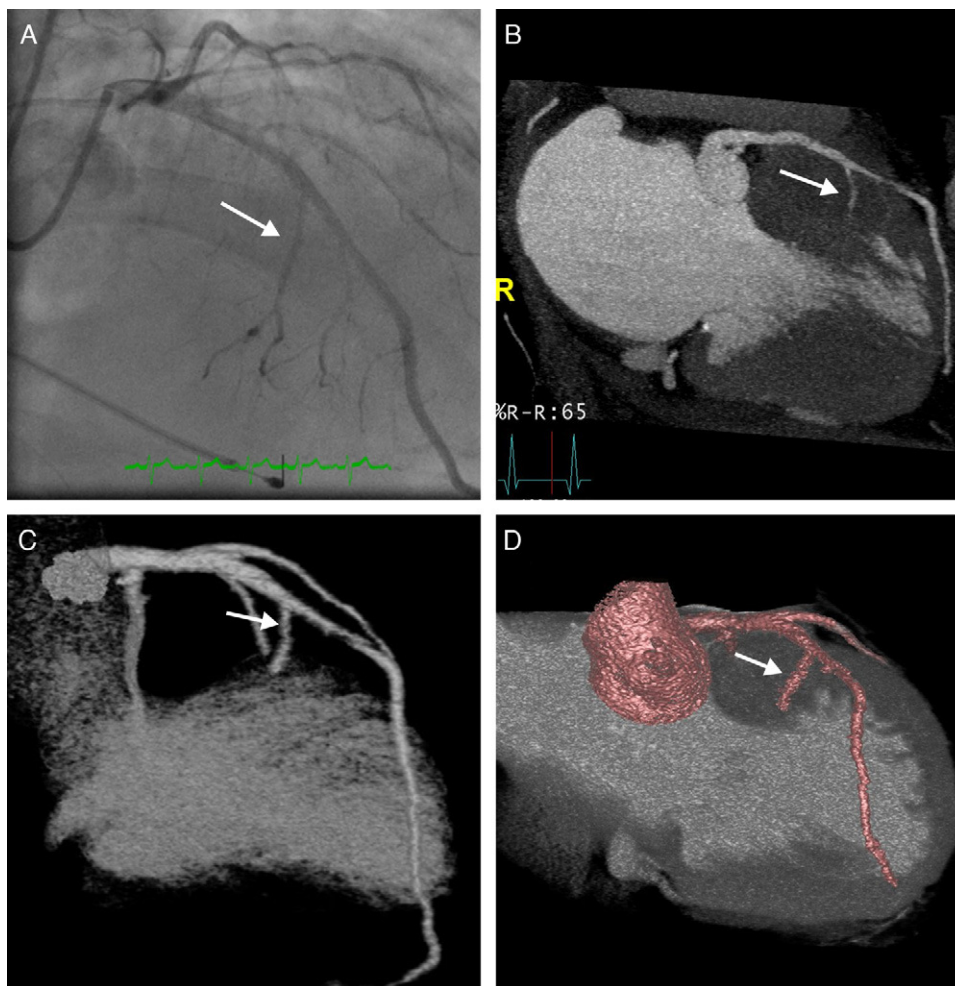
Painel A: Coronariografia invasiva em incidência oblíqua anterior direita. Painel B: Coronariografia por TC em *maximum intensity projection* (MIP) com 12 mm de espessura. Paineis C e D: Coronariografia por TC em reconstrução tridimensional.
